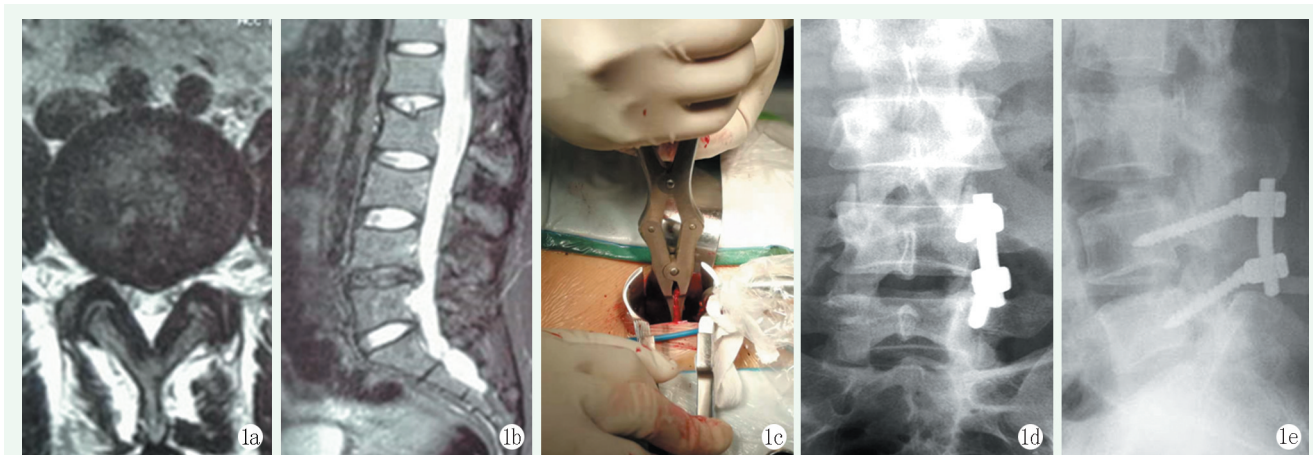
患者，女，32 岁，因“左下肢麻木伴活动受限 1 个月”入院 1a, 1b: 术前 MRI 示 L_{4/5} 椎间盘突出 1c: 行通道下 L_{4/5} 左侧椎间盘切除，患侧椎弓根钉内固定术 1d, 1e: 术后 3 个月腰椎正侧 X 线片示内固定位置良好
